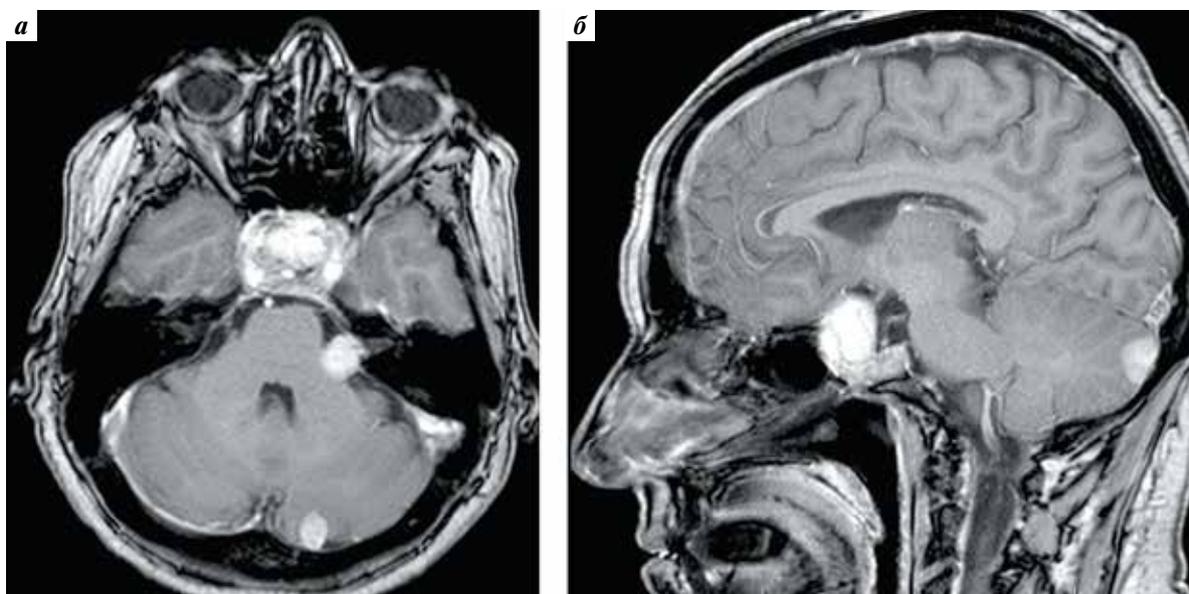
Магнитно-резонансные томограммы пациентки С. через 1,5 года после облучения: аксиальный (а) и сагиттальный (б) срезы. Признаков увеличения опухолей нет
